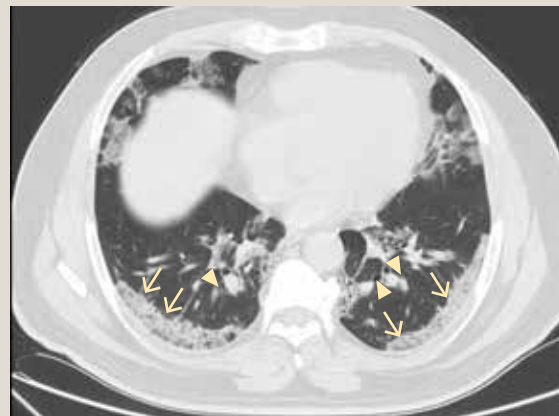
Tomografía de tórax, corte axial, se observan ambos pulmones con parénquima heterogéneo por la presencia de un patrón en vidrio despolido (flecha), mal definido, de localización periférica, presente en diferente extensión en ambos lóbulos pulmonares. Compatible a CO-RADS 5.
